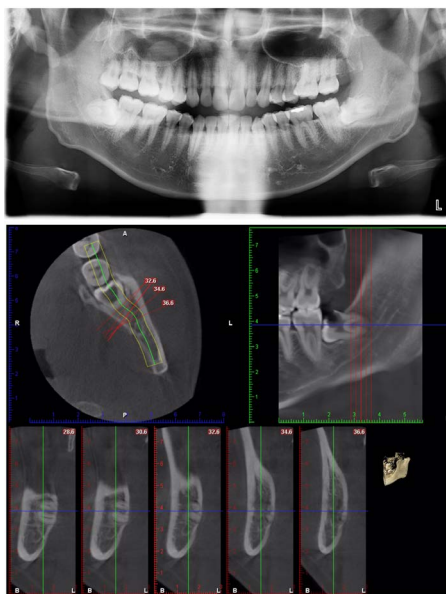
38 Position OPG bone white line contact + CBCT no touch
